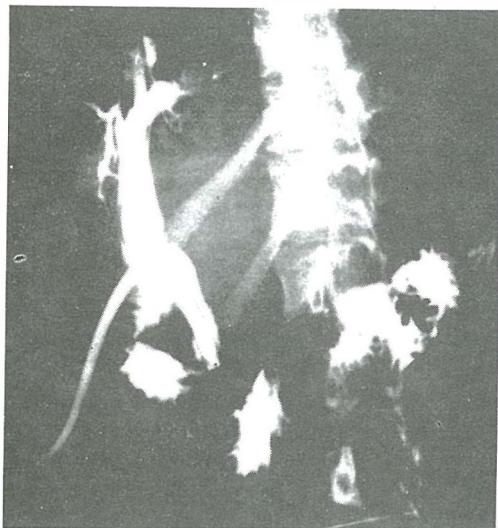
1. Olgunun postoperatif 7. gün yapılan T-Tüp kolanjiografisi.
